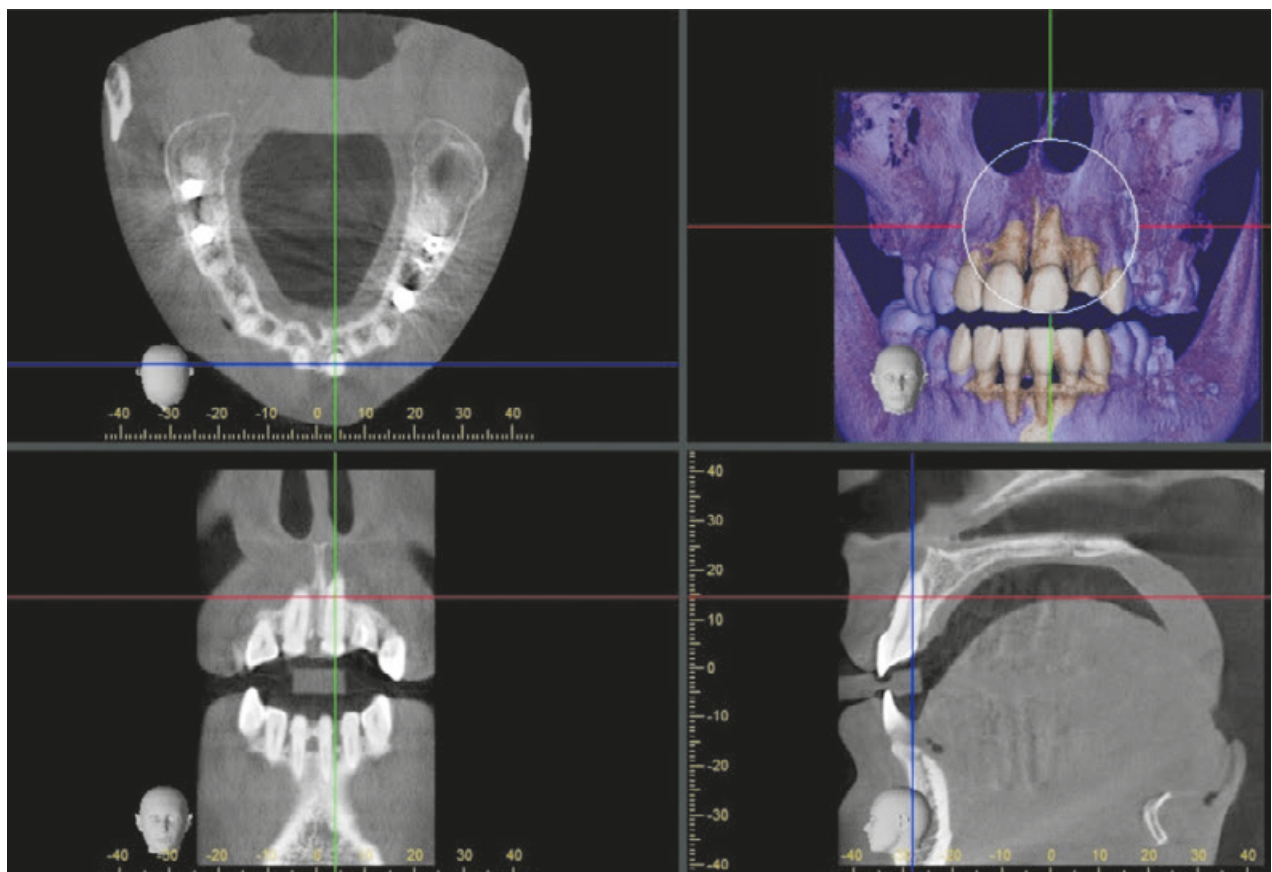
Конусно-променева комп'ютерна томографія зубів пацієнтки Г. віком 25 років із травматичним підвивихом 21-го зуба із поширенням періодонтальної щілини у задньому відділі, що чітко візуалізується в сагітальній та аксіальній проєкціях
